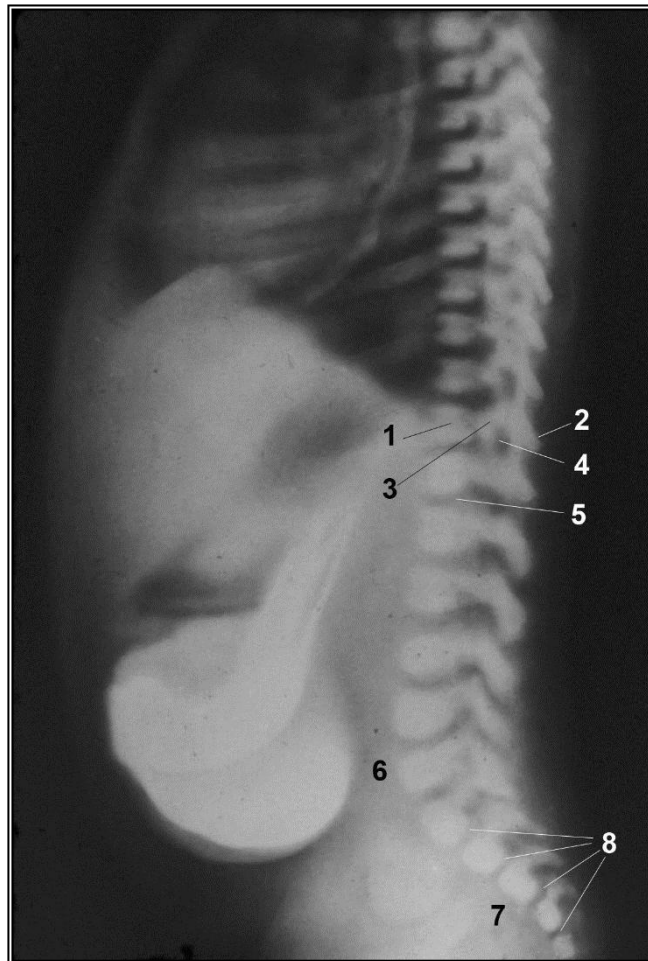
Рентгенограма новонародженого чоловічої статі.
